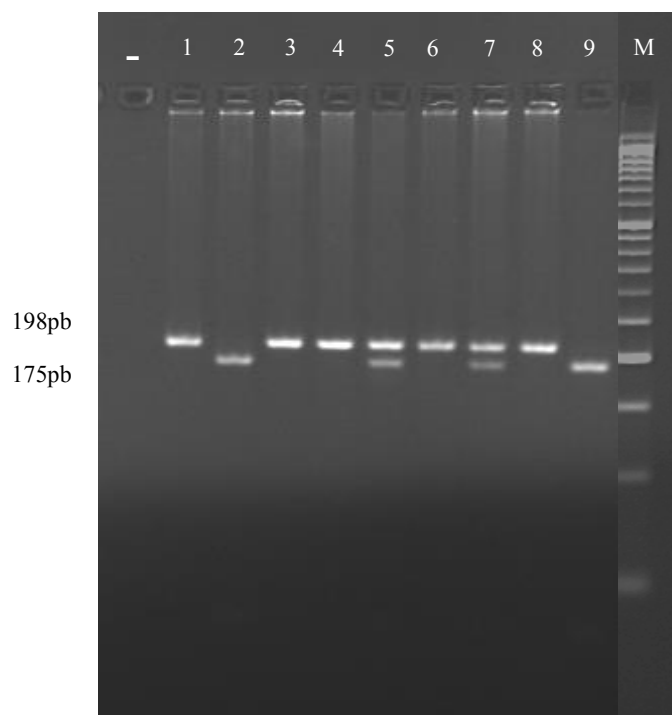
Gel de amplificação do polimorfismo MTHFR C677T. O fragmento de 198 pb revela o produto de PCR não digerido e correspondente ao alelo C. O fragmento de 175 pb revela o produto digerido com HinfI e corresponde ao alelo T. M Marcador de peso molecular (Mass Ruler, ADN Ladder Low range, Fermentas); - controle; 5 e 7 – heterozigótico CT; 1, 3, 4, 6 e 8 homozigótico CC; 2 e 9 – homozigótico TT.
